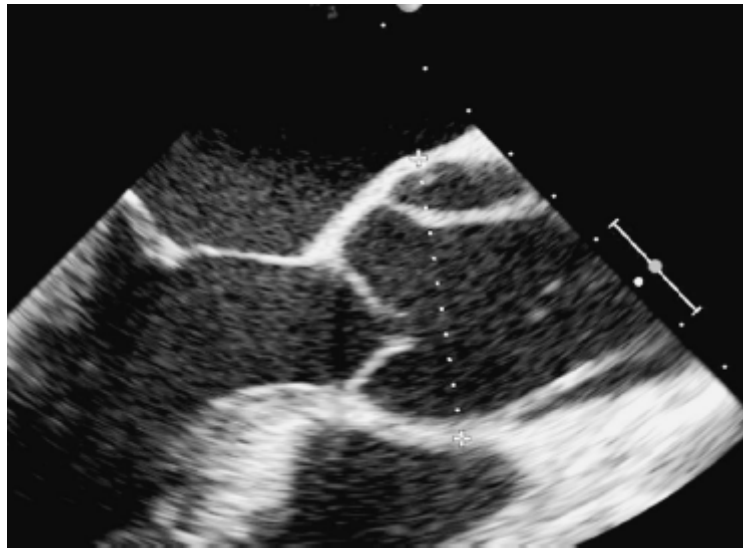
Ecocardiografia transesofágica (corte longitudinal) em um caso de dissecção aórtica proximal (tipo A de Stanford), com origem logo após o plano valvar aórtico, acometendo a raiz aórtica e a aorta ascendente. Observa-se o verdadeiro lúmen (interno), separada do falso lúmen (cavidades anterior e posterior) pela membrana dissecante (*flap* da íntima).
